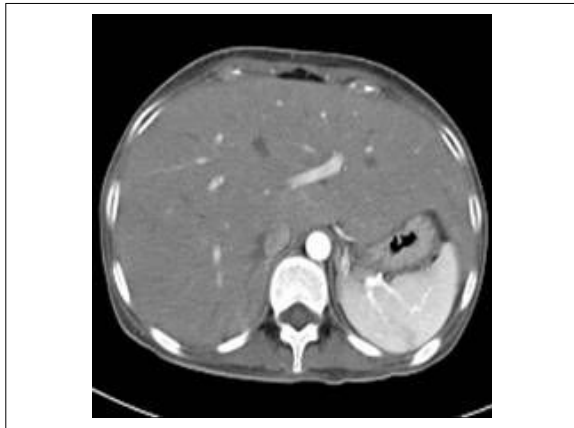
Abdominal CT on admission showing marked hepatomegaly.
